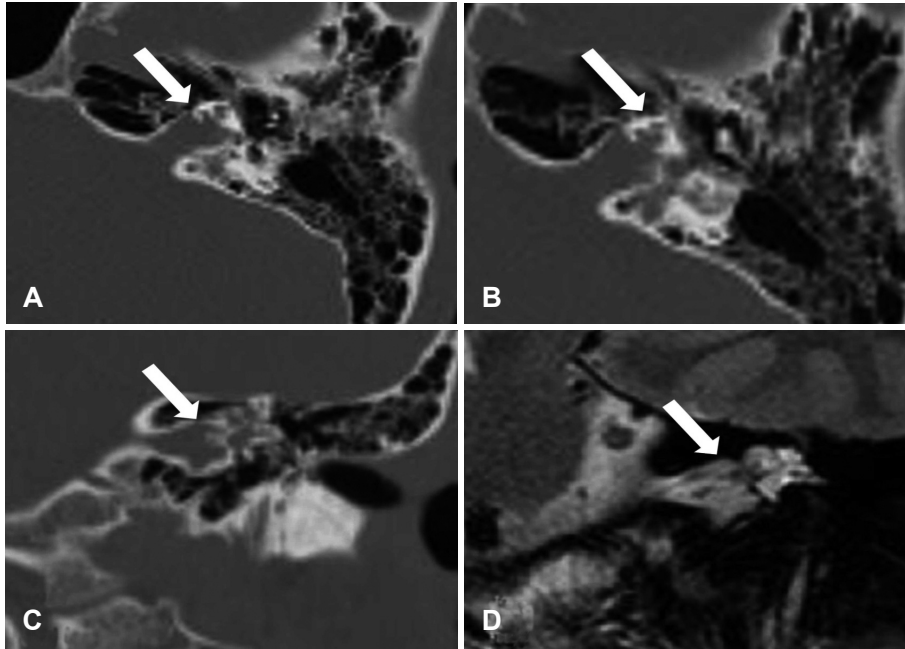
Images of temporal bone CT (A, B and C), temporal MRI (D) showing an incomplete partition III anomaly. The white arrow indicates fistulous connection between the basal turn of the cochlea and internal auditory canal (IAC)(A). Shows incomplete turn of the cochlea (B). Shows bulbous dilatation of the IAC (C and D).
